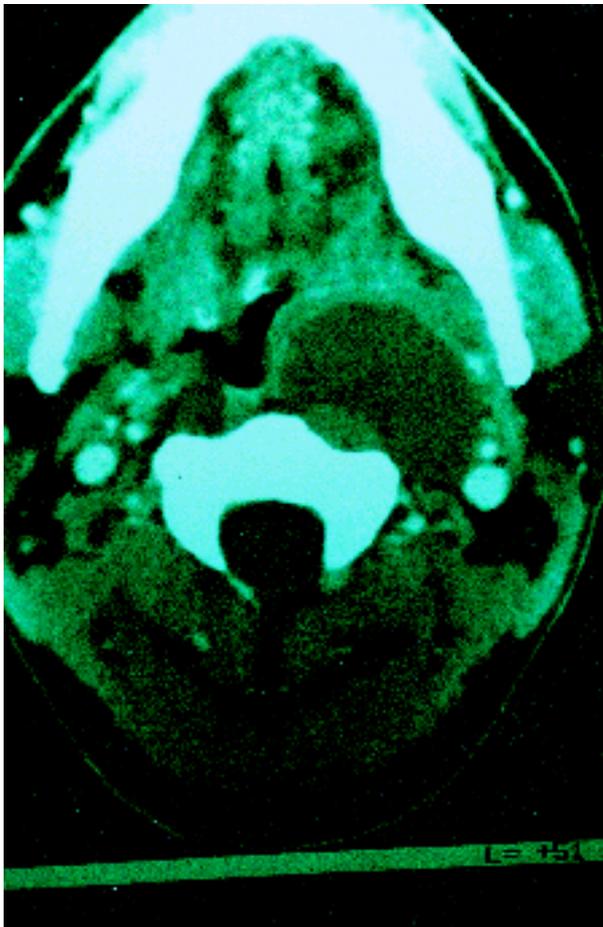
TAC cervical con contraste IV: se observa masa sin captación interna, bien definida en región orofaríngea que empuja al espacio parafaríngeo anterior y lateralmente.
